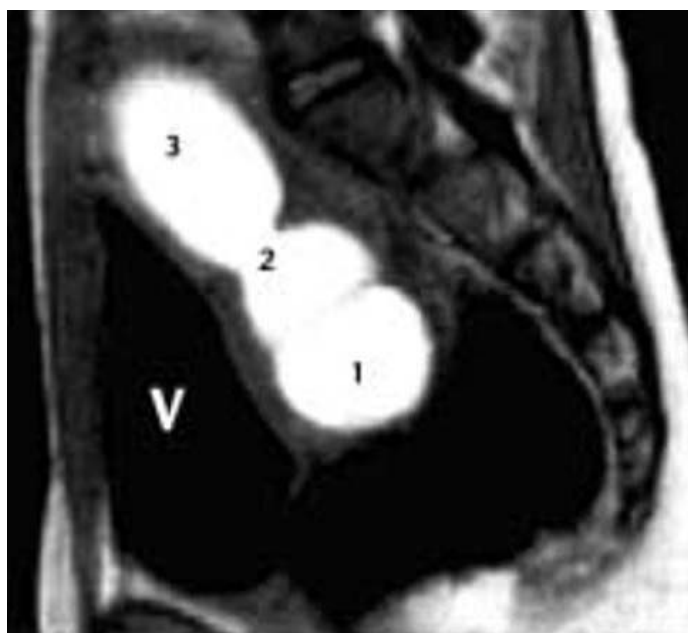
IRM, coupe sagittale paramédiane droite en T1 objective un hémato-colpos droit, la rétention hématique dans le vagin borgne (1), le col (2) et la cavité utérine droite (3) est bien visible grâce à son hyper signal spontané contrastant avec l'hypo signal de la vessie (V).(31)
